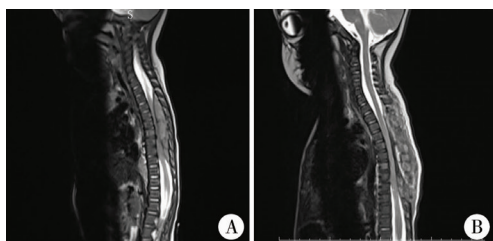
椎管内肿瘤患儿术前、术后MRI检查图 注 A:病例1术前MRI检查图; B:病例1术后MRI检查图
